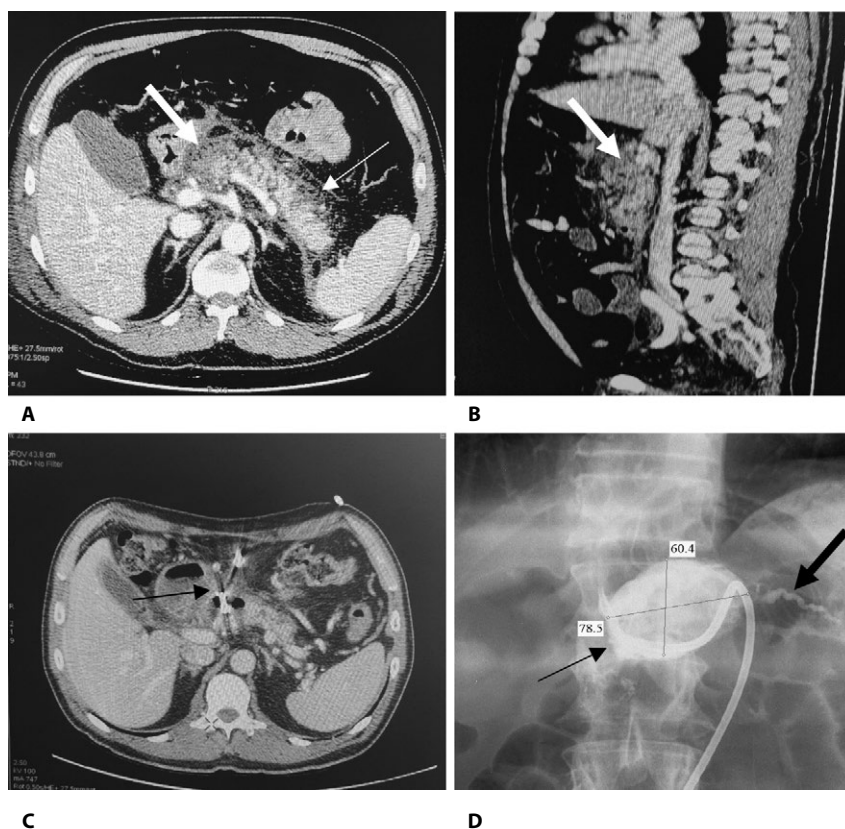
Компьютерные томограммы органов брюшной полости пациента К., 60 лет, с острым некротизирующим панкреатитом на 4-е сутки (А, В), через 8 месяцев (С) от начала заболевания.
